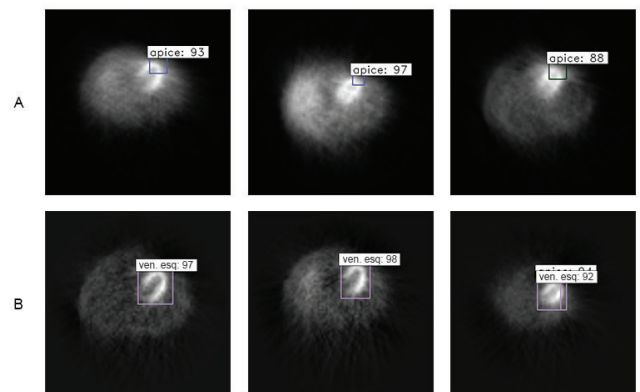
Example of detected in SPECT images. A) Apex detection B) LV detection
